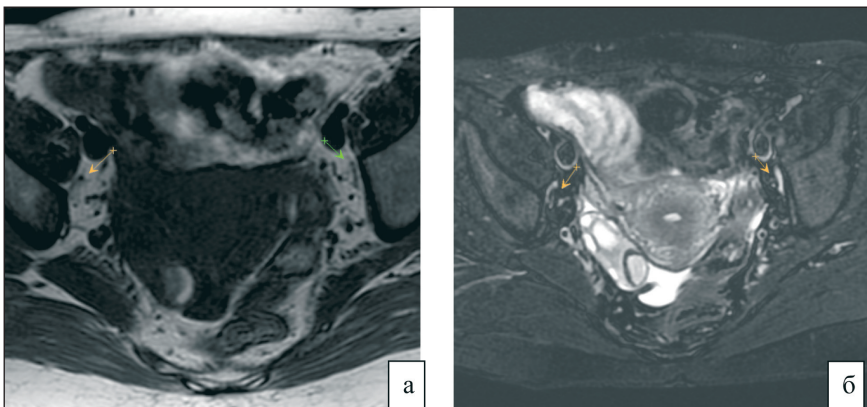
МРТ области таза пациентки: Т1-ВИ (а), Т2-ВИ (б) с подавлением сигнала от жировой ткани, аксиальная плоскость сканирования. Тазовые лимфатические узлы с отсутствием метастатического поражения (по данным морфологического исследования): наличие гипоинтенсивного сигнала от жировых ворот лимфатического узла
